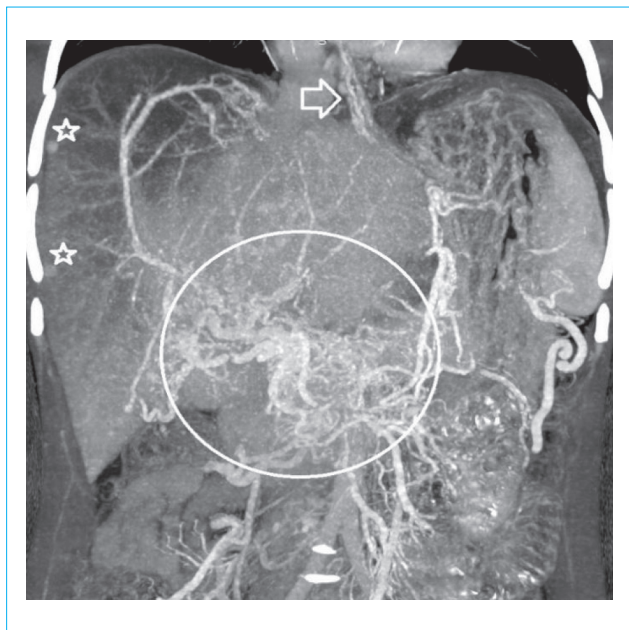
Компьютерная томограмма органов брюшной полости, фронтальная реконструкция, венозная фаза. Сформировалась выраженная кавернозная трансформация воротной вены в виде множественных коллатералей в гепатопанкреатодуоденальной области. Ствол верхней брыжеечной и воротной вен окклюзирован (выделен окружностью). Варикозное расширение вен пищевода (указано стрелкой). Единичные очаги фокальной нодулярной гиперплазии в правой доле печени (обозначено звездочками)
